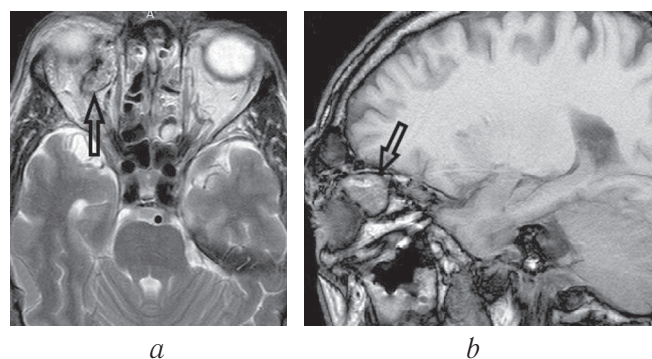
Магнитно-резонансная томограмма T2 ВИ, аксиальная (a) и сагиттальная (b) проекции. Новообразование правой глазницы (указано стрелкой)
